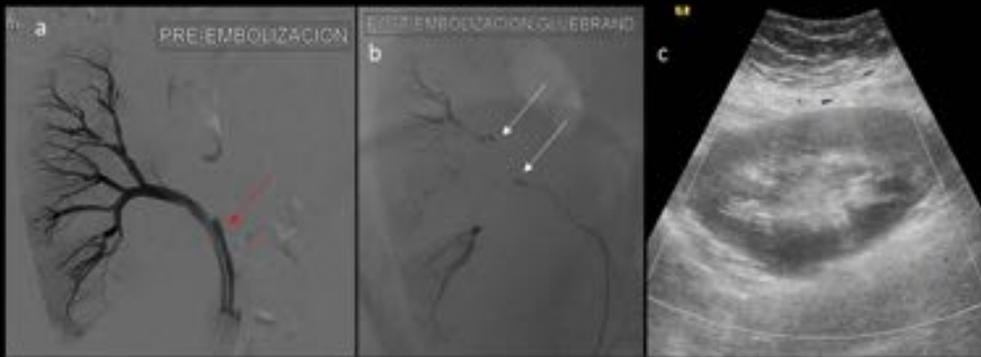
Mujer de 65 años con síndrome de intoleración al injerto renal a) La arteriografía selectiva a través de catéter Cobra 5F muestra la arterial renal del injerto (flecha roja) dependiente de la arteria iliaca interna b) La arteriografía de control posterior a la embolización con pegamento (GlubrandTM) muestra devascularización del injerto (flechas blancas) c) En el control de imagen ecográfica a los dos meses tras embolización se observa el injerto y ausencia de flujo en la ecografía doppler como signo de devascularización.
